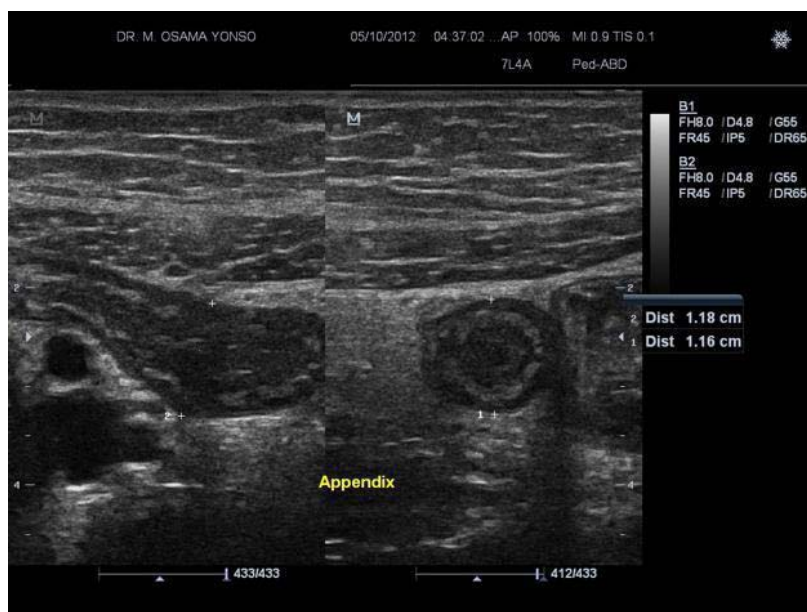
Image en cocarde à l'échographie.[3]
